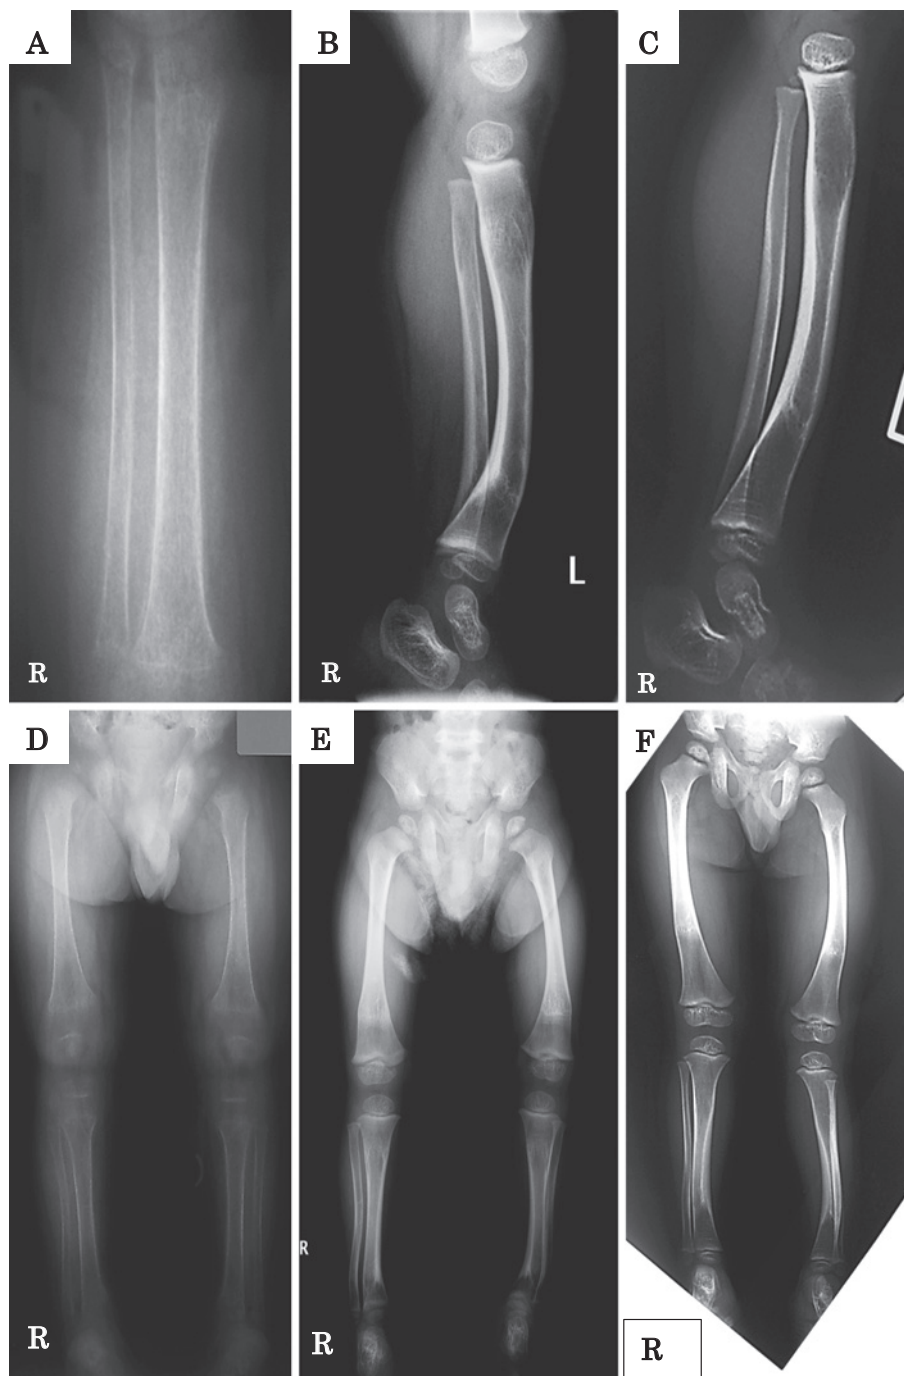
X-ray of lower extremities
